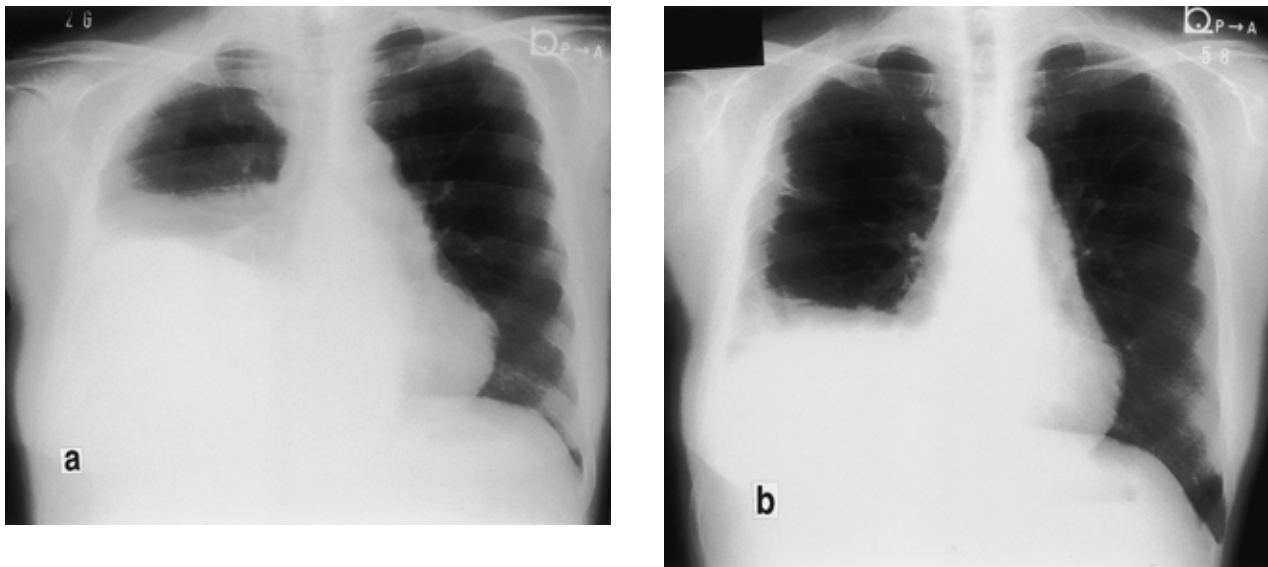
Chest X-ray films of Case 9. a : Before the thoracoscopic treatment. b : 6 months after the treatment. This case showed the smallest expansion.
